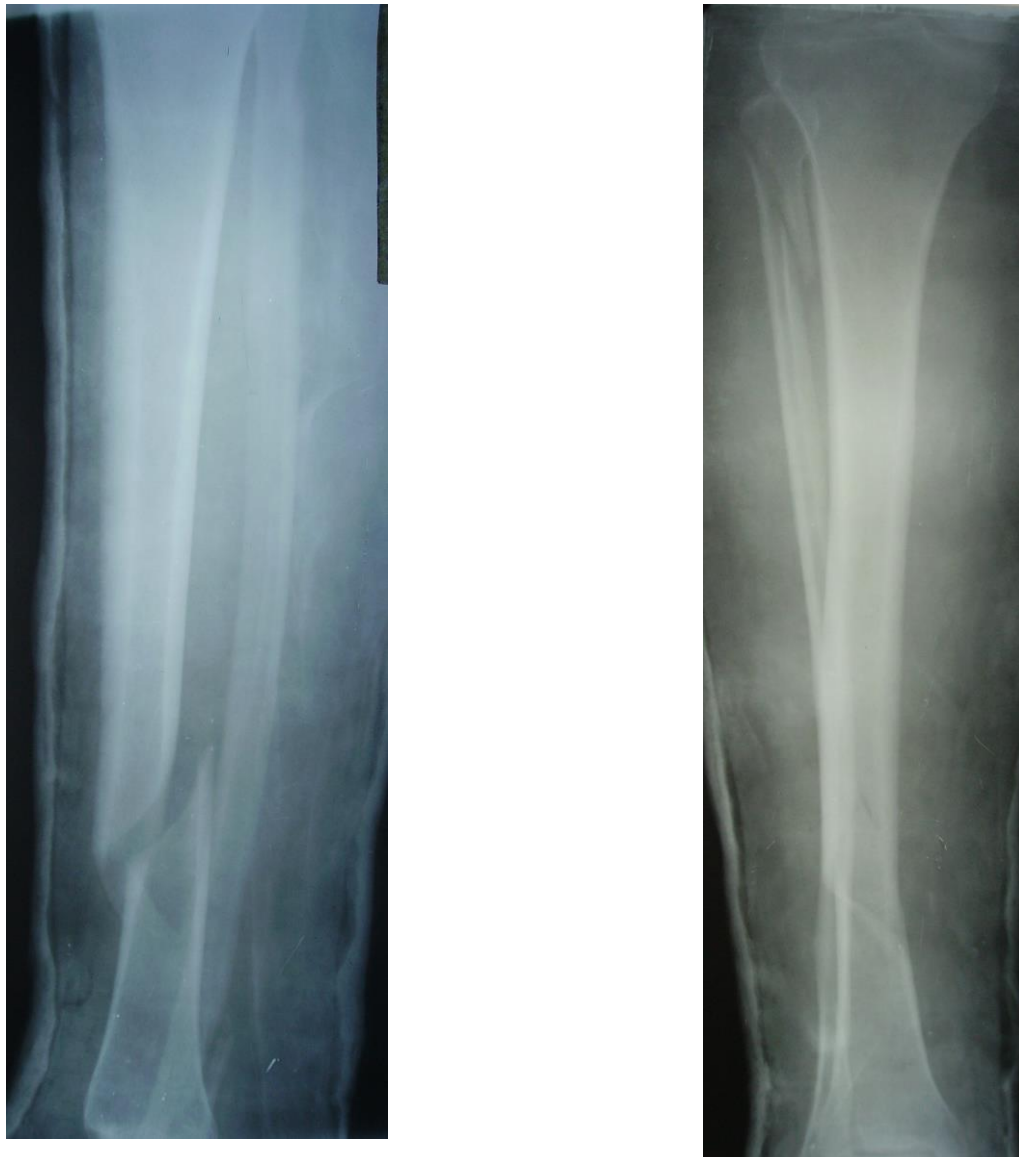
Фотовідбиток рентгенограми хворої Ц.
